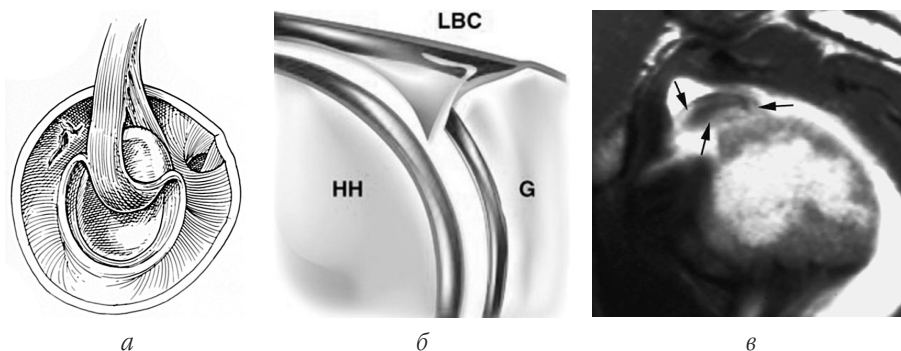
SLAP-пошкодження, *тип IV*: *а* – сагітальний вигляд; *б* – фронтальний зріз; *в* – МРТ, коса сагітальна проекція (стрілками вказано зміщення відірваної частини сухожилля довгої головки біцепса)
